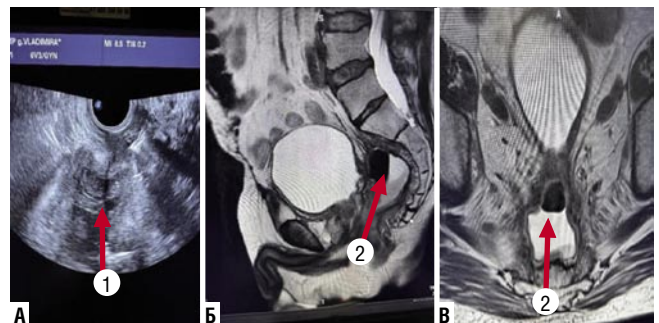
Трансректальное УЗИ (А), МРТ малого таза (Б, В) пациента после ЛГКЭ по поводу перфорации дивертикула нисходящей кишки. 1 – жидкостное образование в проекции культи прямой кишки; 2 – околопрямокишечный затек.
